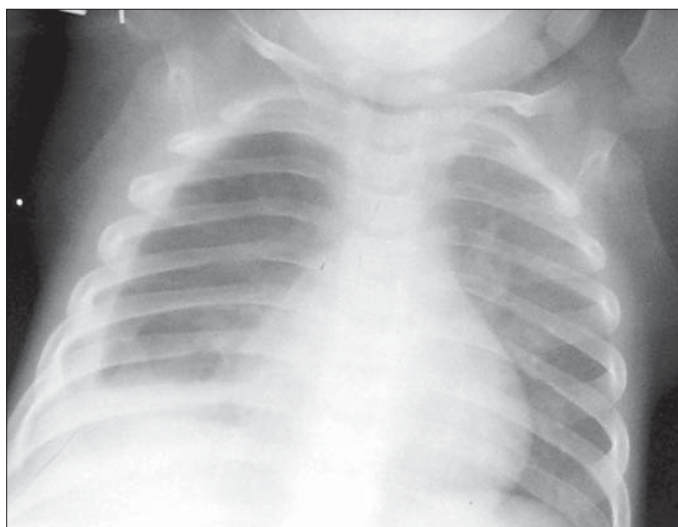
Radiografie toracică AP. Colectie lichidiană lamelară. Pneumatocel. Stafilococie pleuropulmonară
